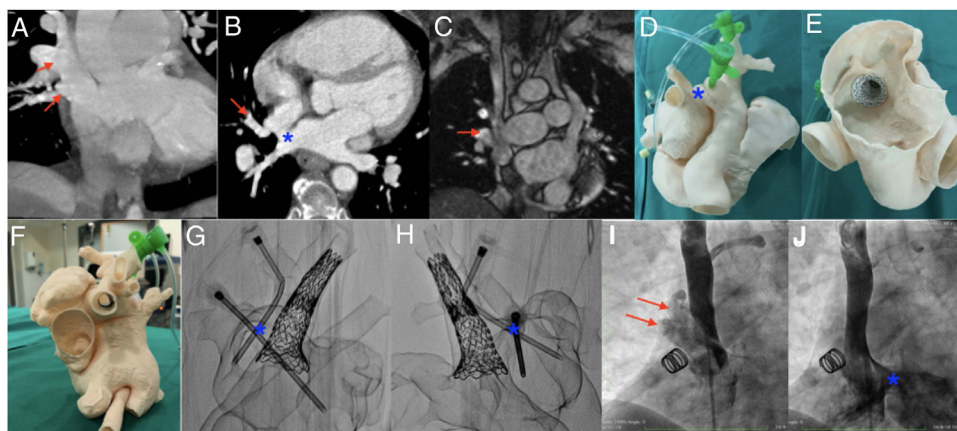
Multimodalidad en la planificación. A y B: tomografía computarizada cardiaca; las flechas muestran las venas lobulares superior y media derechas drenando a nivel de la VCS; el asterisco representa la CIA-SVS. C: resonancia magnética cardiaca en la que se aprecia el DVPAP (flecha) y la CIA. D-F: modelo tridimensional; se observan los introductores a través de las venas pulmonares anómalas y el *stent* acampanado desde la cara auricular sellando el defecto y el otro *stent* desde la VCS; el asterisco representa la CIA-SVS. G y H: imagen radiológica del modelo 3 D que muestra los *stents* y los introductores; el asterisco representa el sitio de la CIA. I y J: angiografía desde la VCS en la que se aprecian las venas pulmonares anómalas (flechas) y la CIA-SVS (asterisco). CIA-SVS: comunicación interauricular tipo seno venoso superior; DVPAP: drenaje venoso pulmonar anómalo parcial; VCS: vena cava superior.
